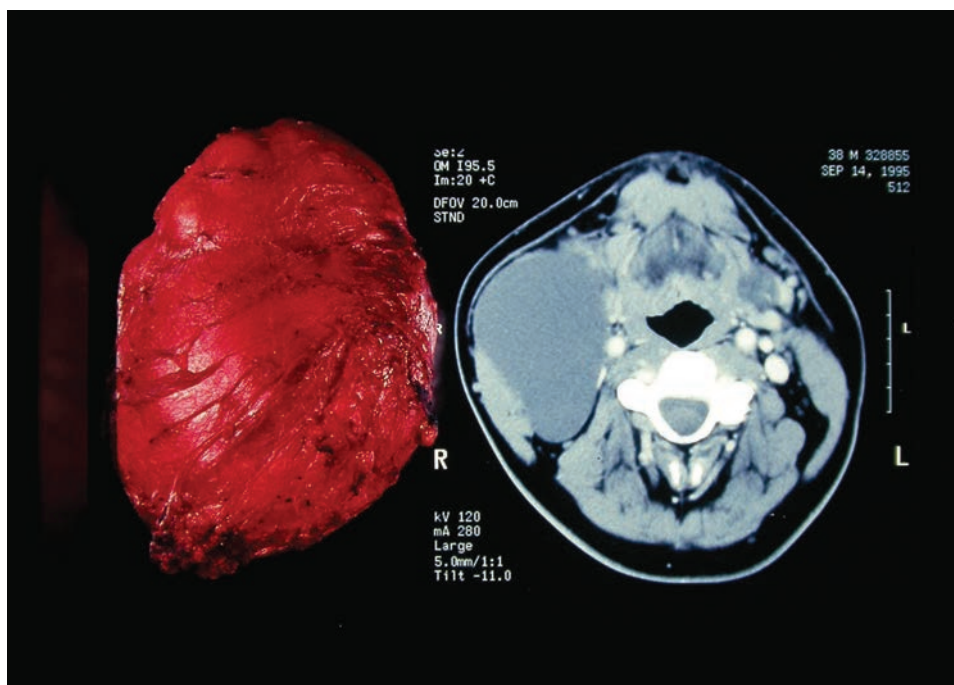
Imagen por CT que muestra un quiste de la hendidura branquial con la pieza quirúrgica.
